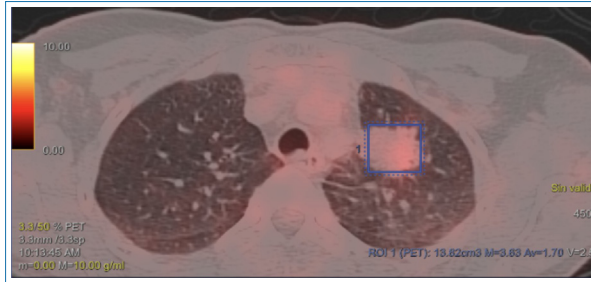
Primera evaluación de respuesta por PET-TC (julio 2024): respuesta parcial.
